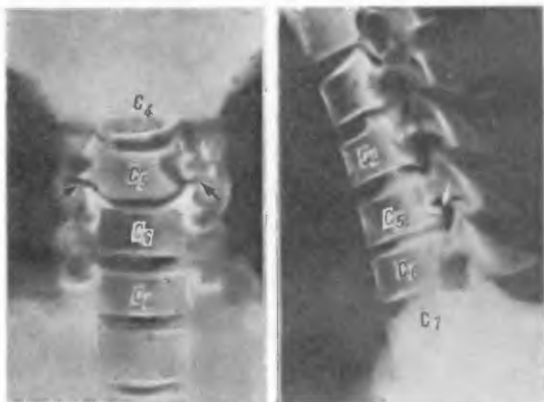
Рентгенограммы больного Р. Задние остеофиты тела  $C_5$  и ункоартроз  $C_6$  (с корешковой и спинальной компрессией).
